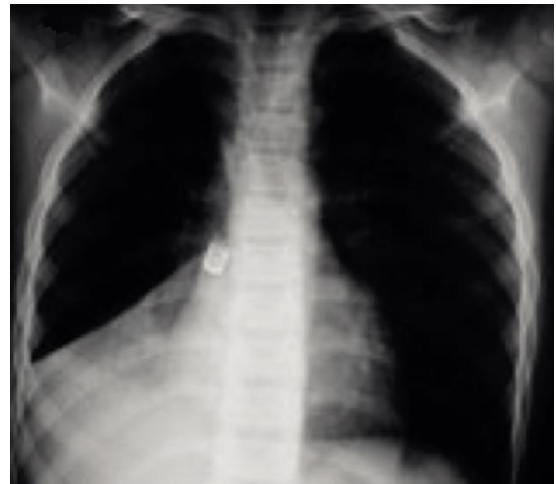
Radiografía de tórax: objeto radiopaco a derecha, atelectasia aireada lóbulo inferior derecho. Maggiolo, et al. *Foreign-body aspiration in children.* Neumol.Pediatr, 2015.
